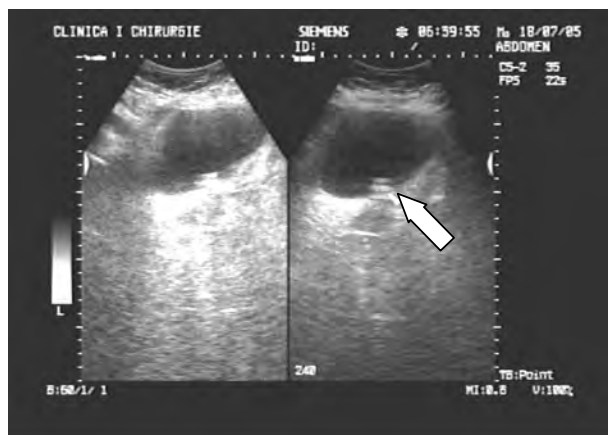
Ecografie preoperatorie
